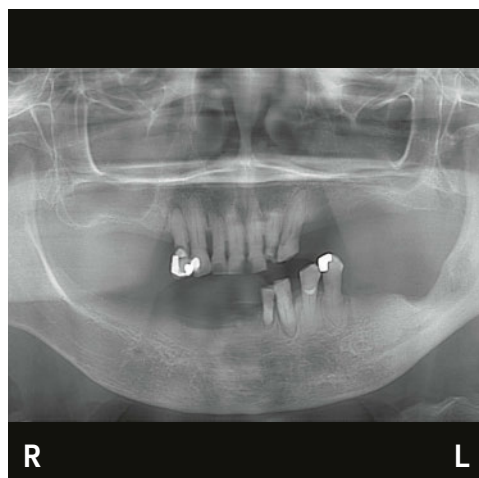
Sur l'orthopantomogramme réalisé après l'extraction de la 38, une sclérose nette des structures osseuses situées autour de la zone de la dent de sagesse est encore visible dans la mandibule gauche. La corticale de la marge mandibulaire gauche est en partie difficile à distinguer de l'os spongieux du corps de la mandibule.
